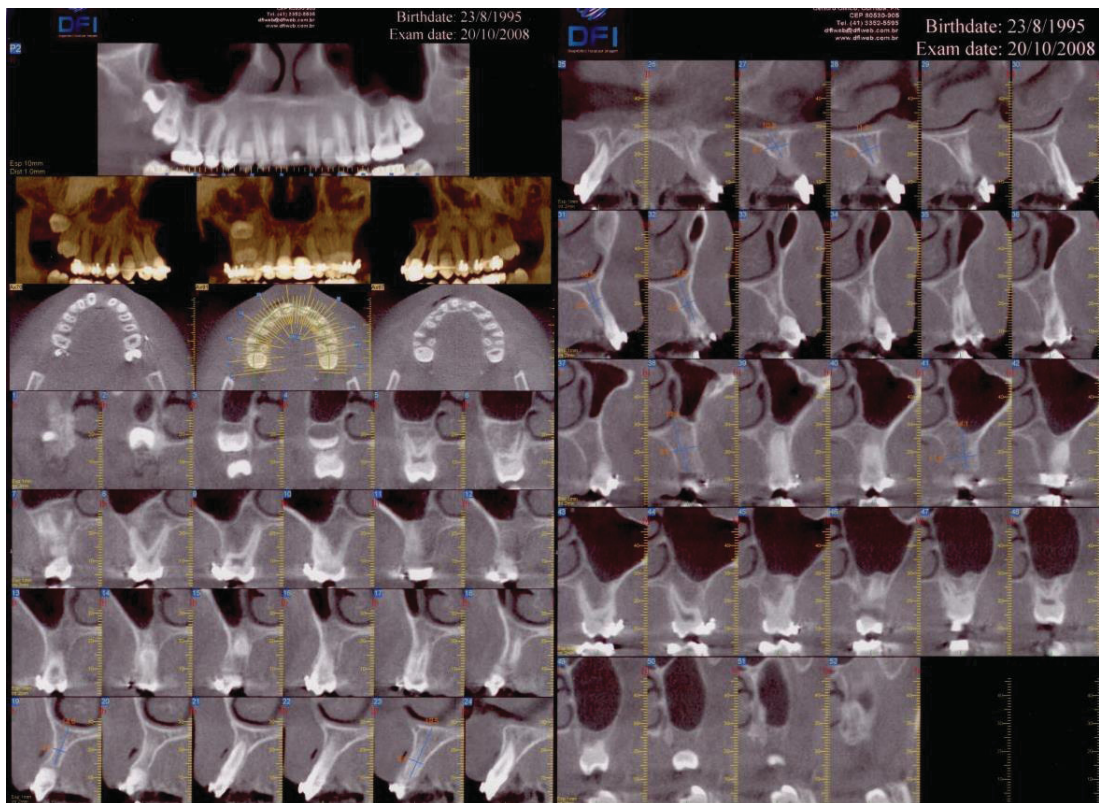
Tomografia da maxila da paciente, mostrando a rizogênese incompleta dos dentes 13 e 23.
